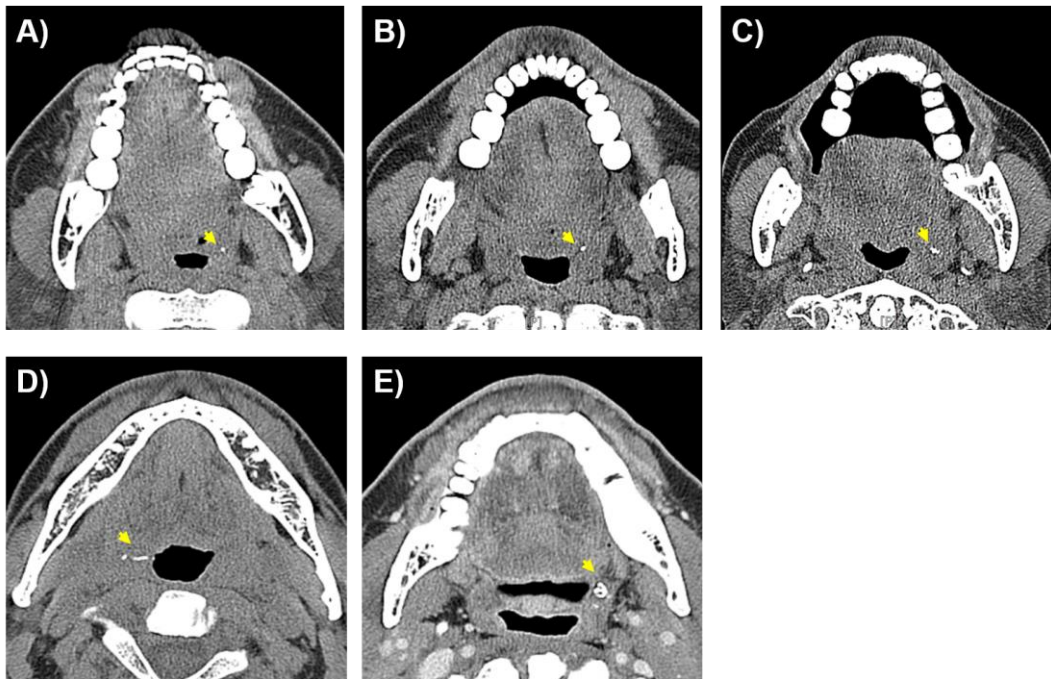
Five kinds of tonsillolith shapes on axial CT images. A) Sphere type, B) Ovoid type, C) Plurilobular type (composed of three lobules), D) Rod type, E) Amorphous type
